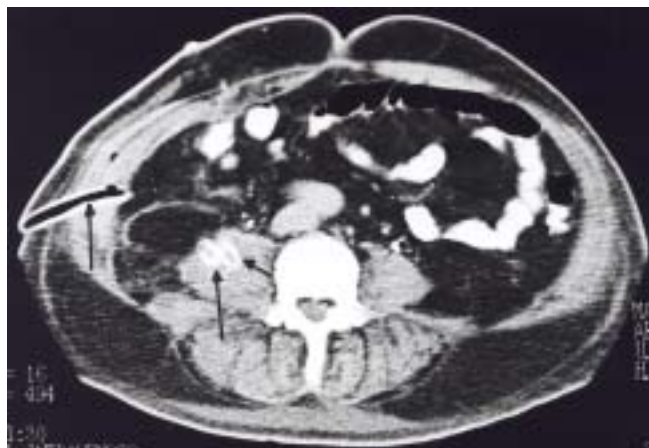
Tomografía computada del abdomen después del drenaje de absceso del psoas derecho. Desaparición de gas y presencia de tubos de drenaje (flecha).
